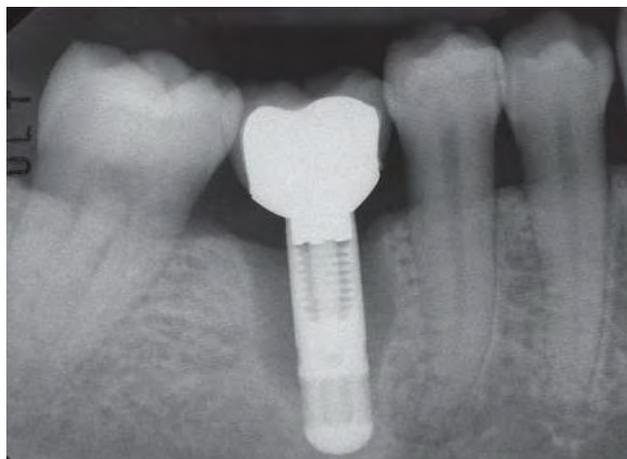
Radiographie d'une péri-implantite sur une 46 réhabilitée par une prothèse implanto-portée.
